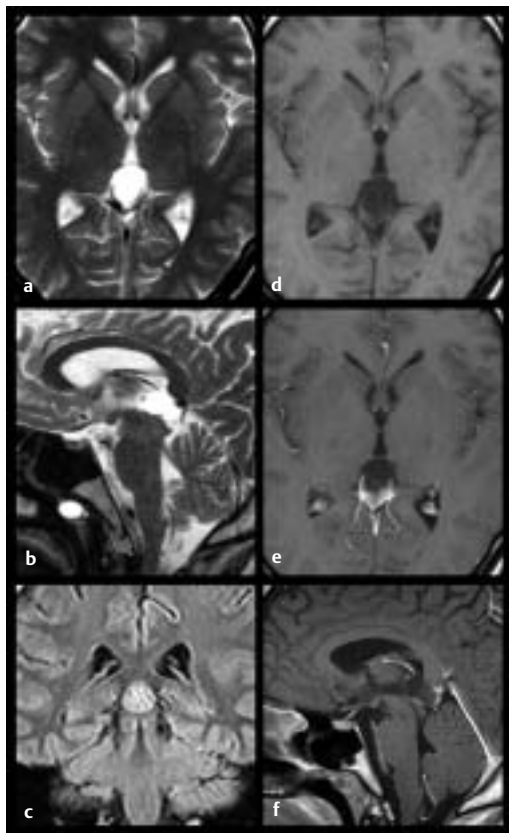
a–f a Axial T2-TSE. b Sagittal T2-TSE. c Koronar T2-FLAIR. d Axial T1-SE nativ. e Axial T1-SE nach KM i. v. f Sagittal T1-SE nach KM i. v.
